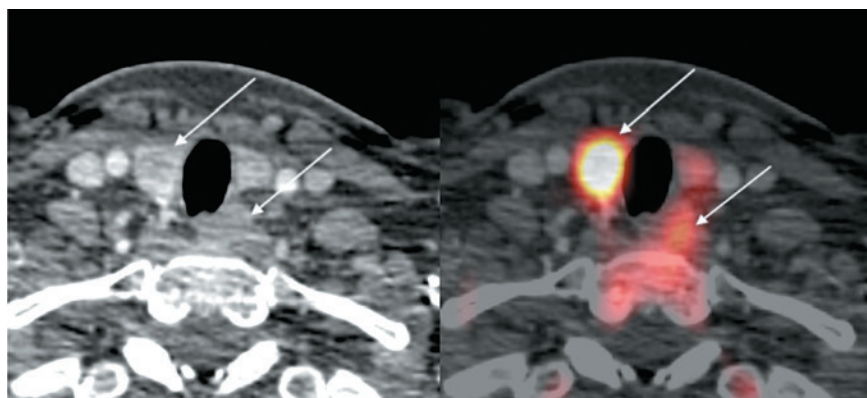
Парные аденомы ОЩЖ, обнаруженные по результатам ПЭТ/КТ с 11C -холином
